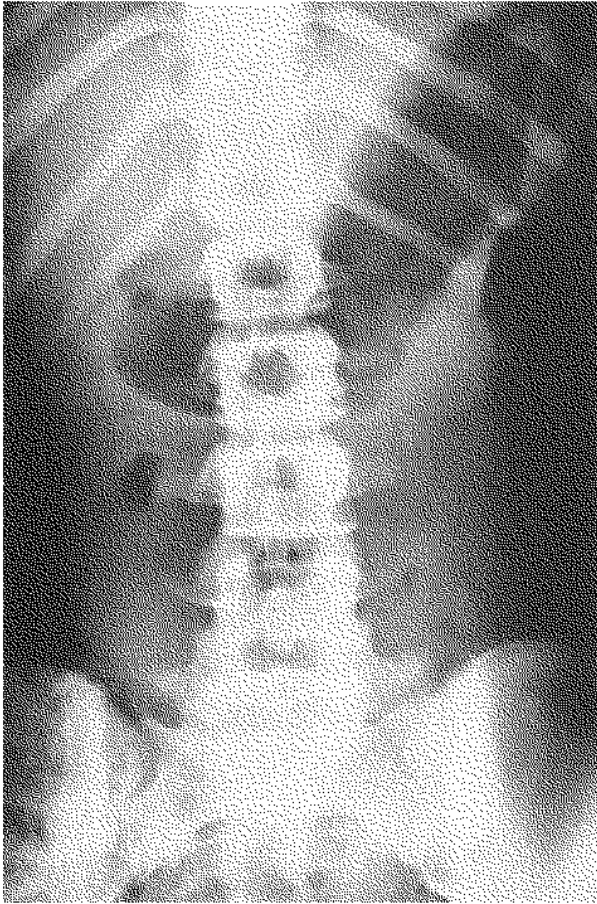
Radiographie standard de face et de profil objectivant la fracture de Chance de L2.
